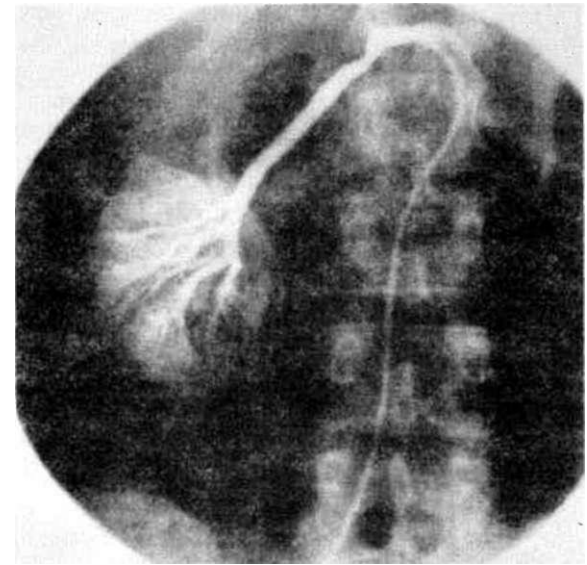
Aynı vak'ın selektif sol renal arteriografisi
